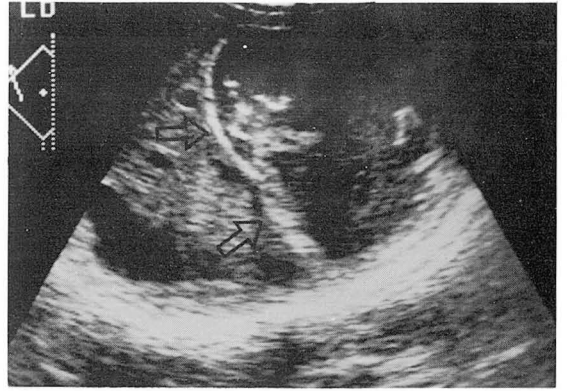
Longitudinal sonogram of right abdomen demonstrating a large, heterogeneous mass with well-defined, echogenic rim(arrows). Fluid accumulated around this mass.
